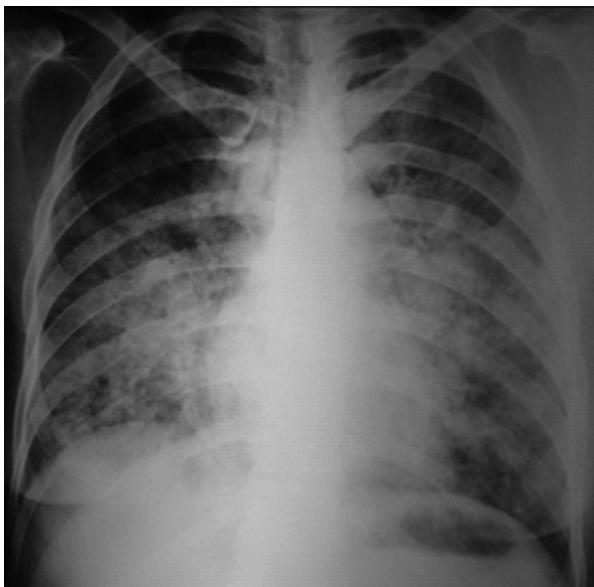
Radiografía de tórax frente.
